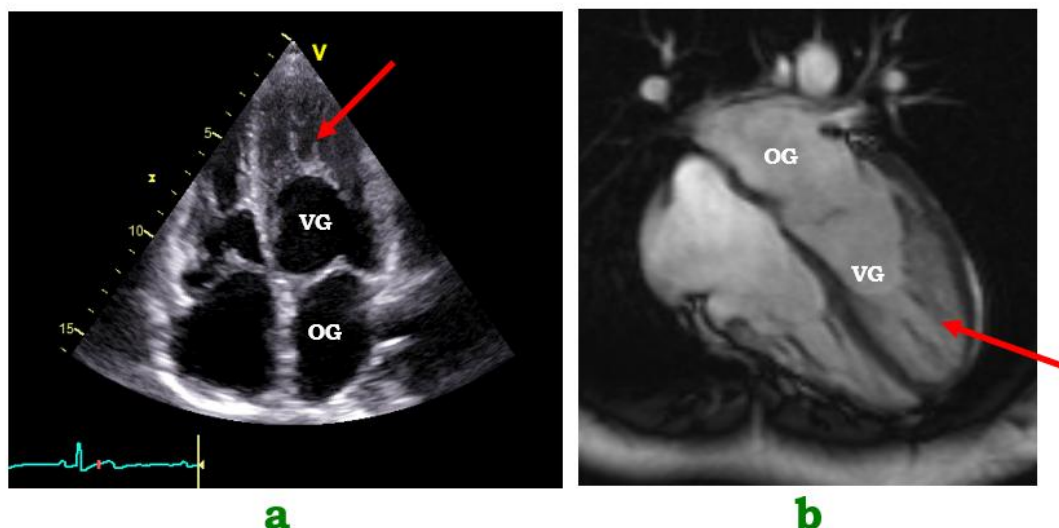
Apport de l'échocardiographie (a) et de l'IRM (b) dans une forme typique de NCVG. Noter la présence de nombreuses trabéculations apicales du ventricule gauche (flèches).
